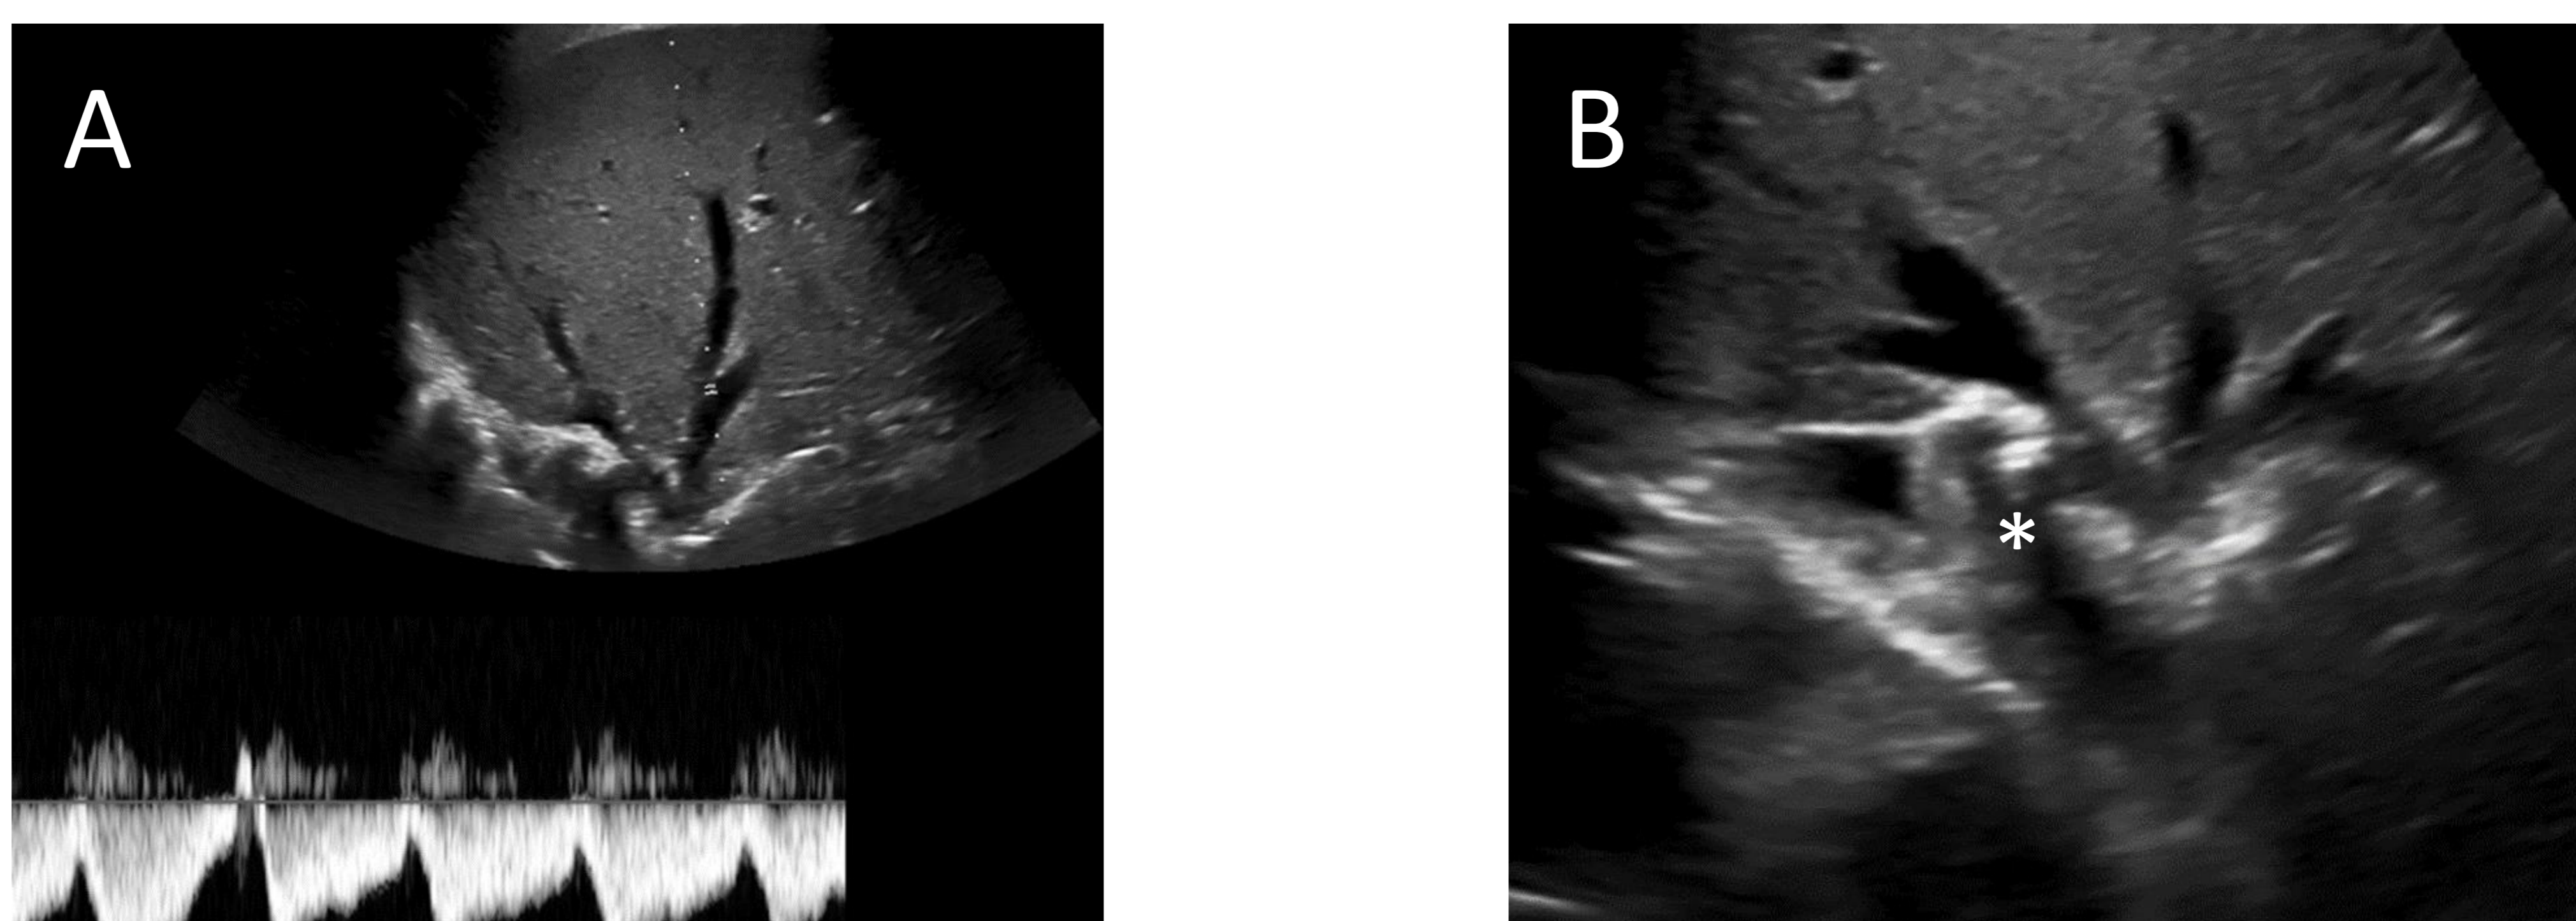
Estudio venoso en ecografía de trasplante hepático: imagen Doppler pulsado de venas suprahepáticas (A) e imagen en modo B de anastomosis en VCI (B, asterisco)
